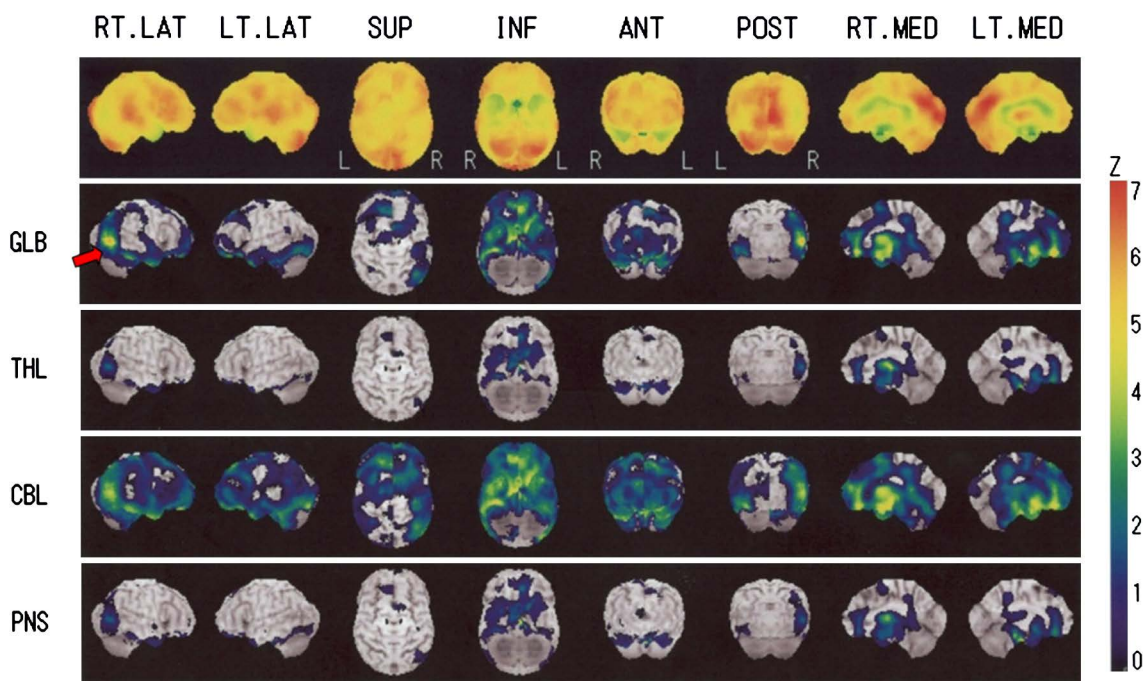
¹²³I-IMP-single photon emission computed tomography. Cerebral blood flow was decreased in the right occipito-temporal region (arrow).
